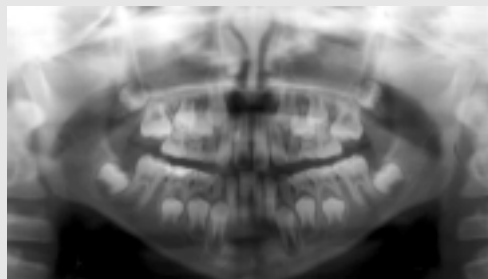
Pretreatment radiographs. Patient had impacted maxillary 1st molars. Both teeth were locked at the distal area of 2nd deciduous molar.
